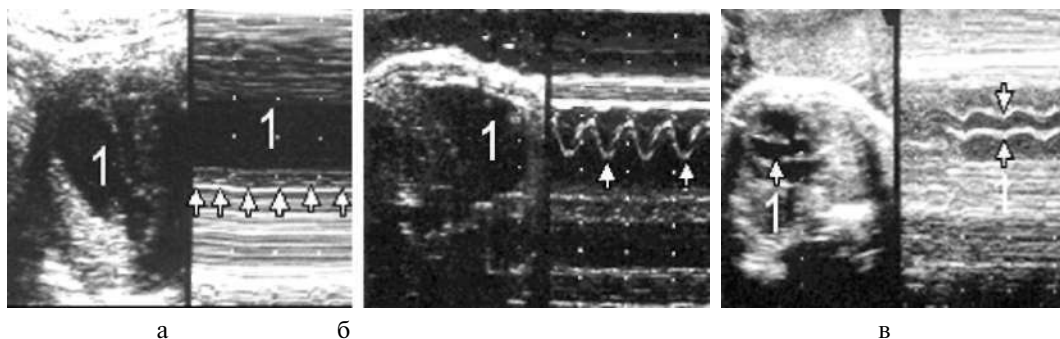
Эхокардиограмма сердца плода в разные сроки беременности: а - 1 - плодный пузырь, стрелки - сокращения сердца в 7 недель; б - 1 - плодный пузырь, стрелки - сокращения сердца (митральный клапан) в 26 недель; в - 1 - аорта в 32 недели
